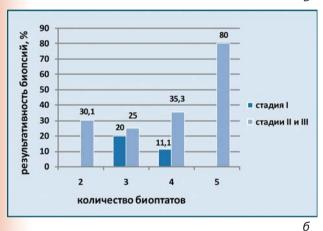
Результаты ТББ при саркоидозе после обычного рентгенологического исследования (а) и КТВР грудной клетки (б). Результативность исследования при малом (менее 6) количестве наблюдений не рассчитывалась
